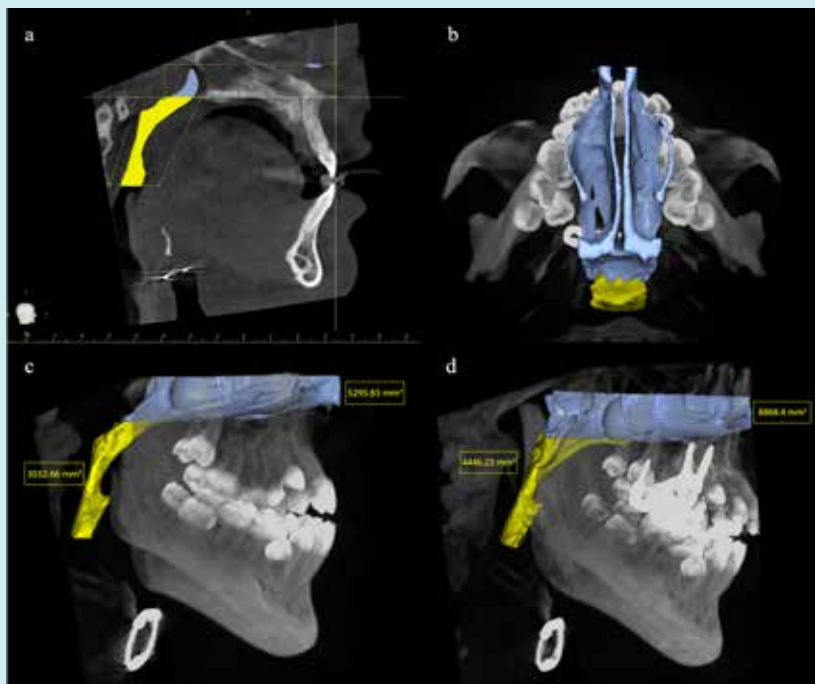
Analyse volumétrique des voies aériennes supérieures par segmentation CBCT
